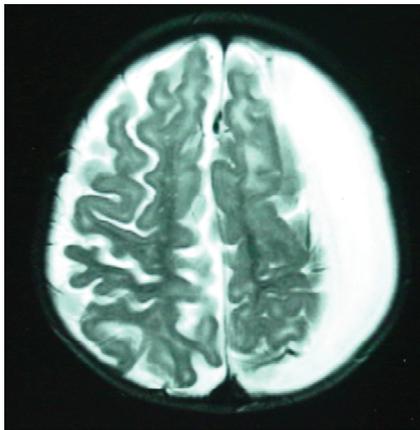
MRI T<sub>2</sub>相提示双侧大脑半球结构不对称,左侧硬膜下积液。
